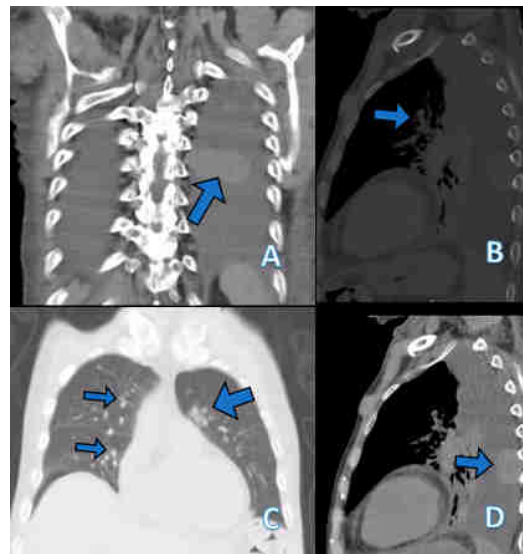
Tomografía computada de tórax simple y contrastada para descartar foco origen de foco infeccioso, en la cual se apreció diversas lesiones vasculares parahiliares (B y C, flechas), además de lesión ovoidea en pulmonar izquierda en su cara posterior (29x59x29mm) sugerente de lesión vascular intrapulmonar (A y D, flechas).
